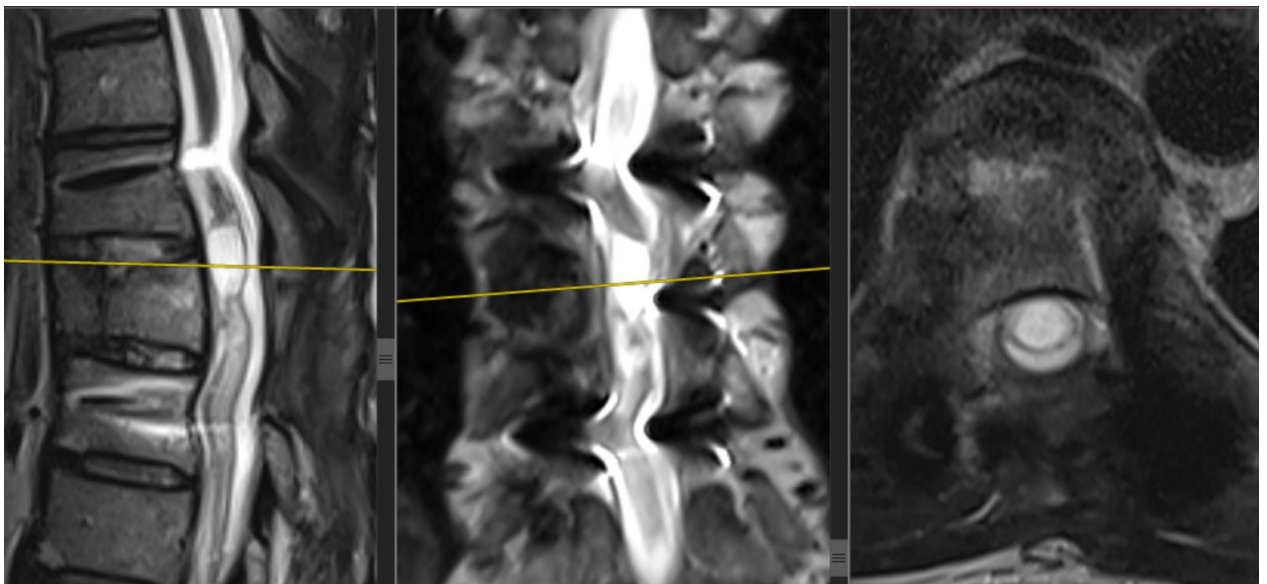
Послеоперационное МРТ-исследование пациента Р. в трех проекциях
